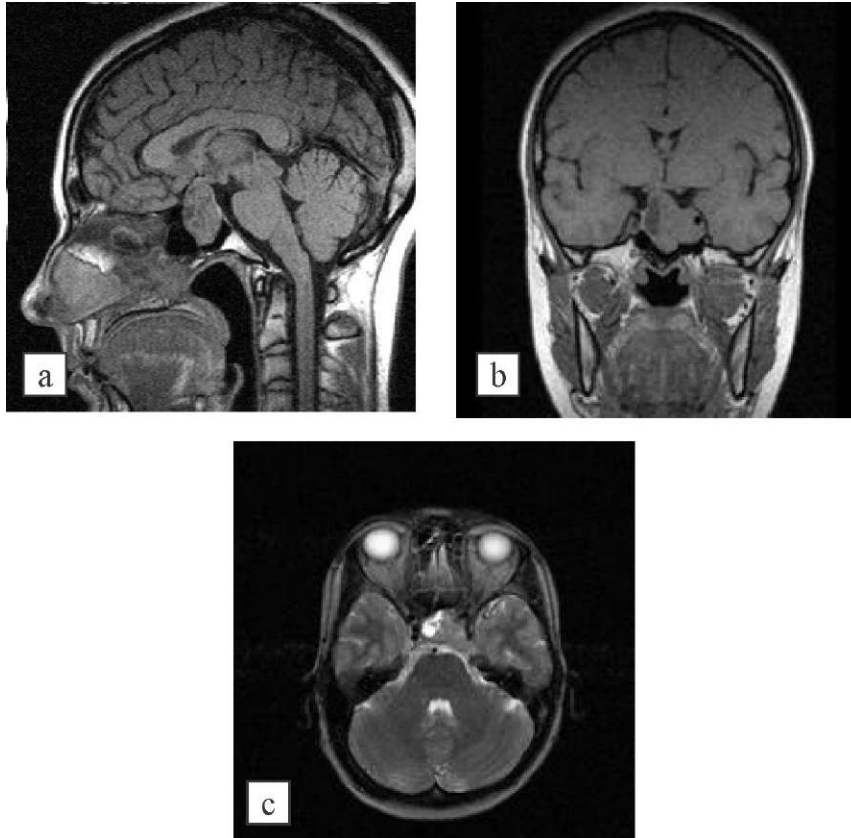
(а-с). Больная Н., 35 лет, 03.09.1999 г. Амбулаторно выявлено снижение зрения на правый глаз, аменорея, гиперпролактинемия по поводу которой был назначен бромкриптин до проведения МРТ (а, b - сагитальное и фронтальное T1 сечения, с - аксиальное T2 сечение с толщиной 3 и 6 мм). Размеры аденомы 19 x 28 x 36 мм, объем по автору 12,4 куб. см. При подборе дозы препарата возникало головокружение, тошнота и слабость, в связи с чем самостоятельно прекратила прием лекарств. Консультацией нейрохирурга пренебрегла. Спустя три года в связи с ухудшением самочувствия в июле 2002 г. повторно направлена на МРТ (рис. 63, d-f).
